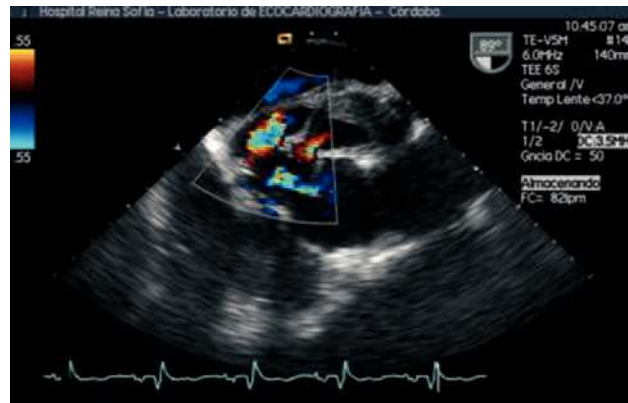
Imagen de ecocardiografía transesofágica a 90°, donde se observa con Doppler-color la comunicación, a través de 2 puertas de entrada, del pseudoaneurisma con el tracto de salida del ventrículo izquierdo.
